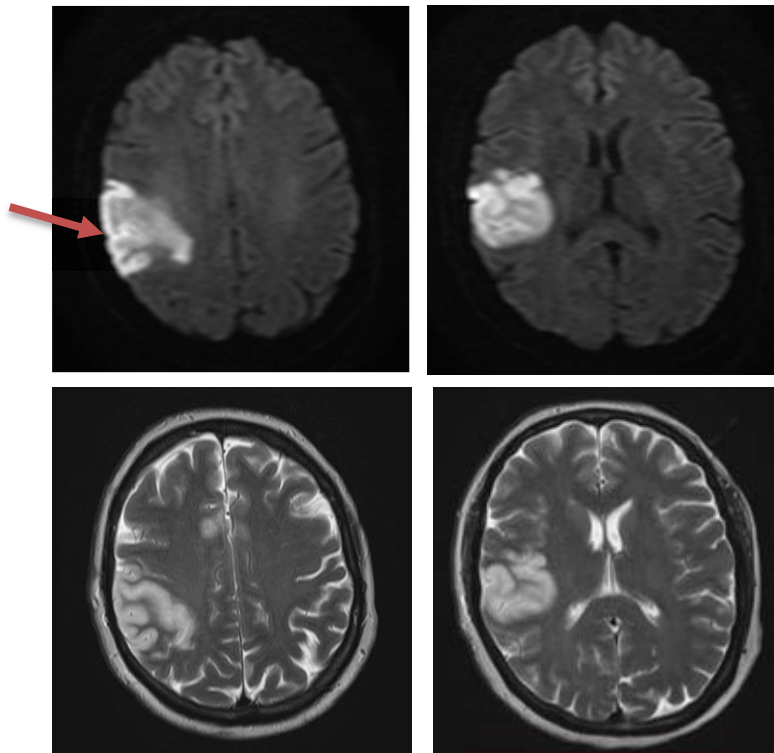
Рисунок А.1. МРТ головного мозга пациента. DWI- и T2- режимы, аксиальный срез. В правой теменно-височной области (указано красной стрелкой) и в области верхней лобной извилины визуализируются очаги ишемии общим объемом 71,6 см³ по данным DWI-режима и 61 см³ по данным T2-режима.
